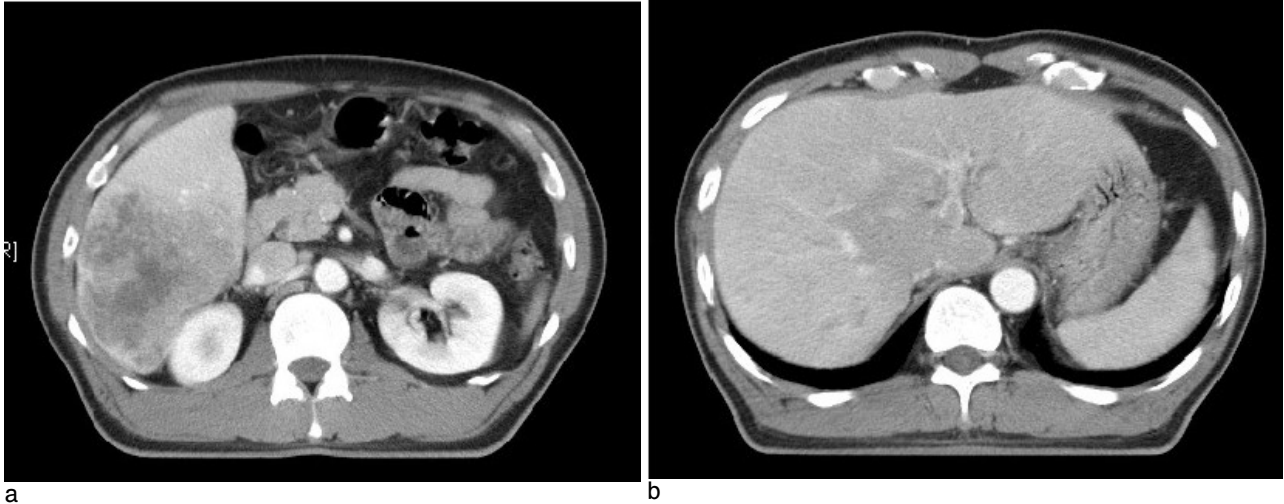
Abdominal CT scan shows 10cm sized ill-margined mass with heterogenous enhancement involving right inferior portion (a) and tumor thrombosis in main portal vein (b).
